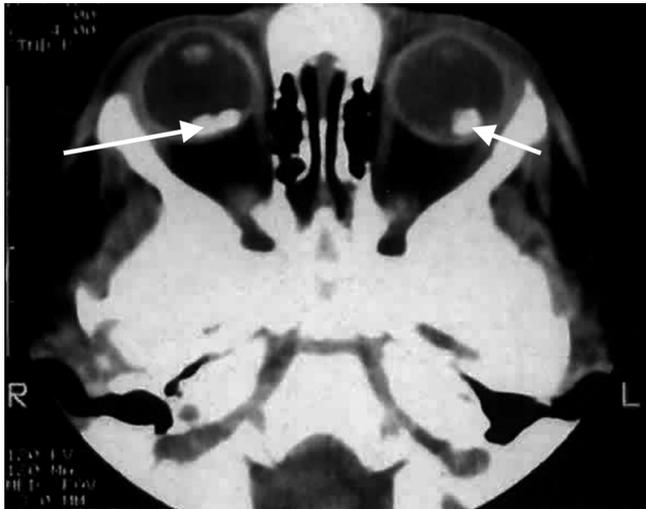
КТ больного М., 1 г. 4 мес. (двусторонняя ретинобластома)
